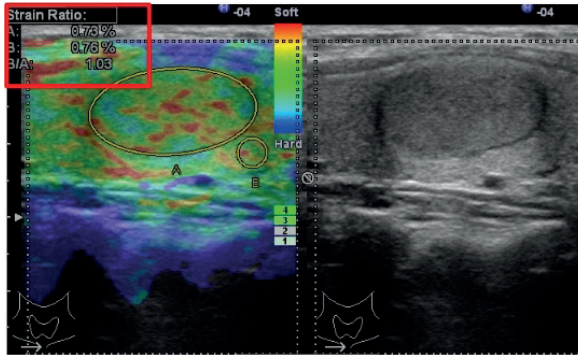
Elastosonografide skor 3 nodüller
